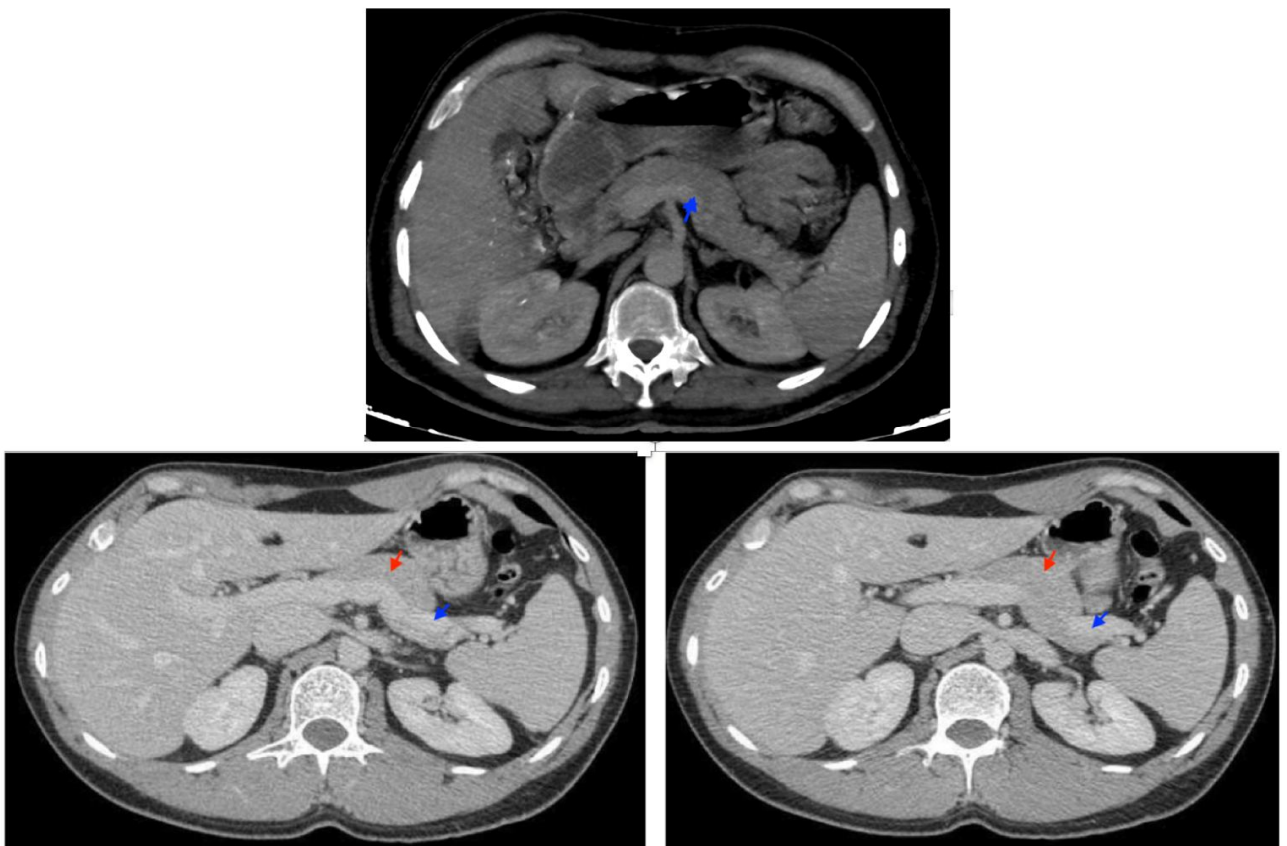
Coupes axiales d'une TDM abdominale montrant l'aspect normal du pancréas (flèche rouge).
